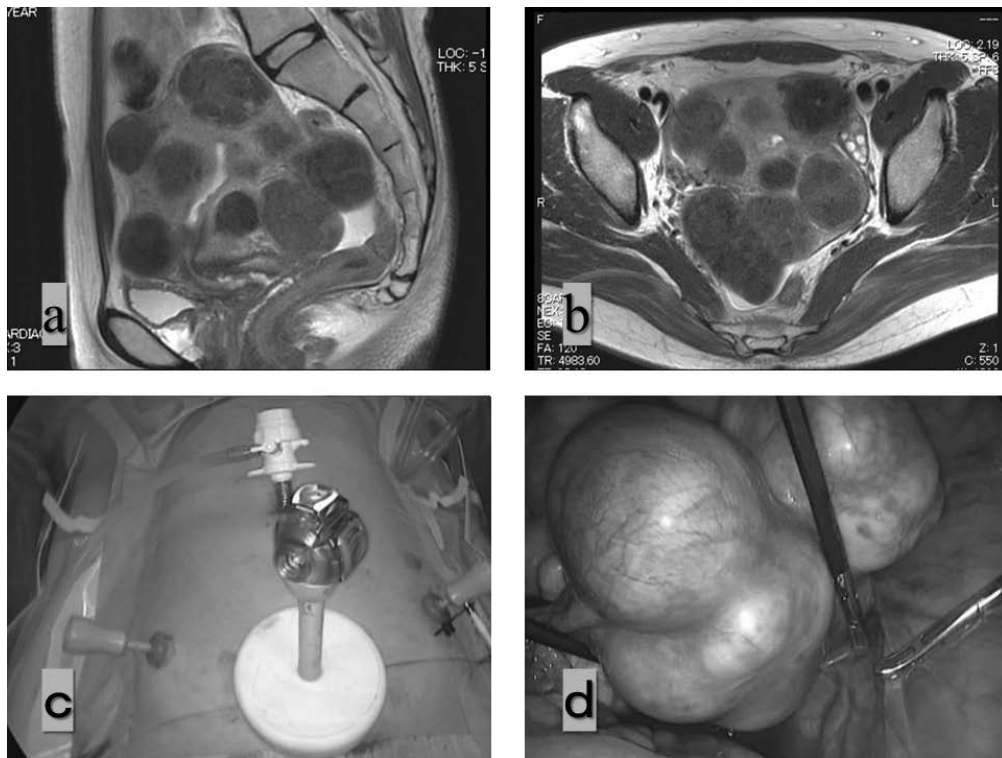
症例I. の術前のMRI所見とトロカールの配置と腹腔内所見
